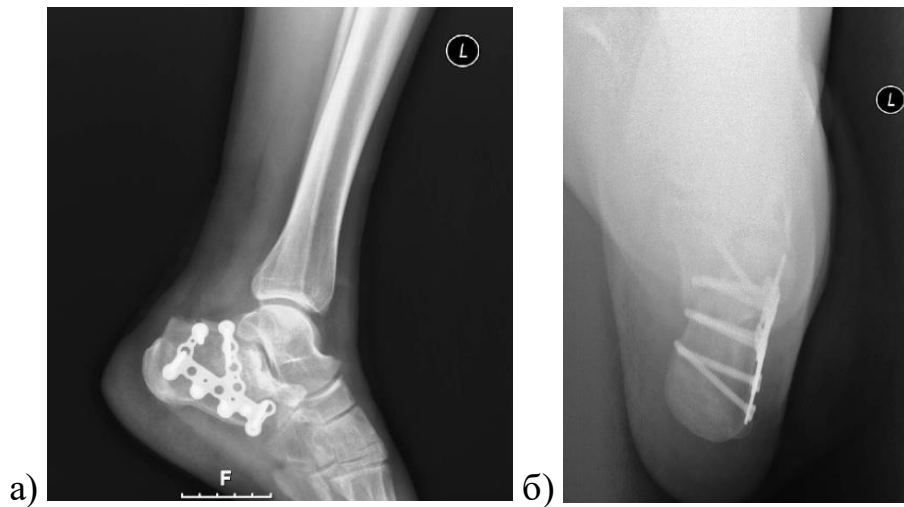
Рентгенограмма левой пяточной кости пациента В., 42-х лет 1-е сут. после ORIF+костная аутопластика а) боковая проекция, б) аксиальная проекция
